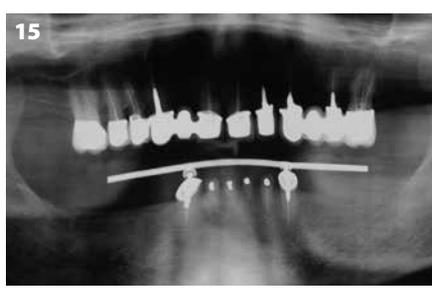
La comprobación mediante radiografía ofrece la posibilidad de visualizar el exceso de cemento
